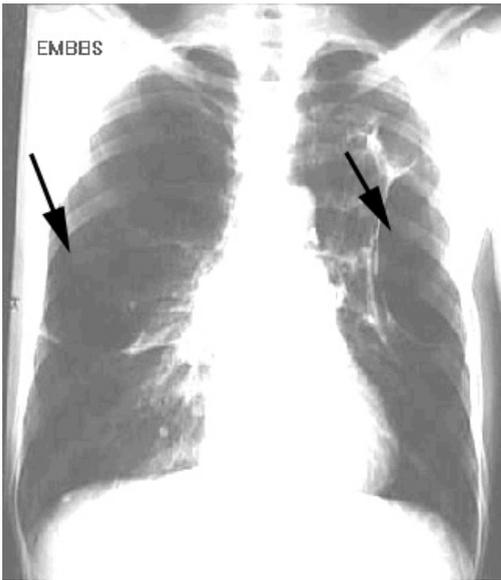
Überblähung der Lunge in der konventionellen Röntgen-Thoraxaufnahme. Deutlich erkennt man die Emphysemblasen (Pfeile).
